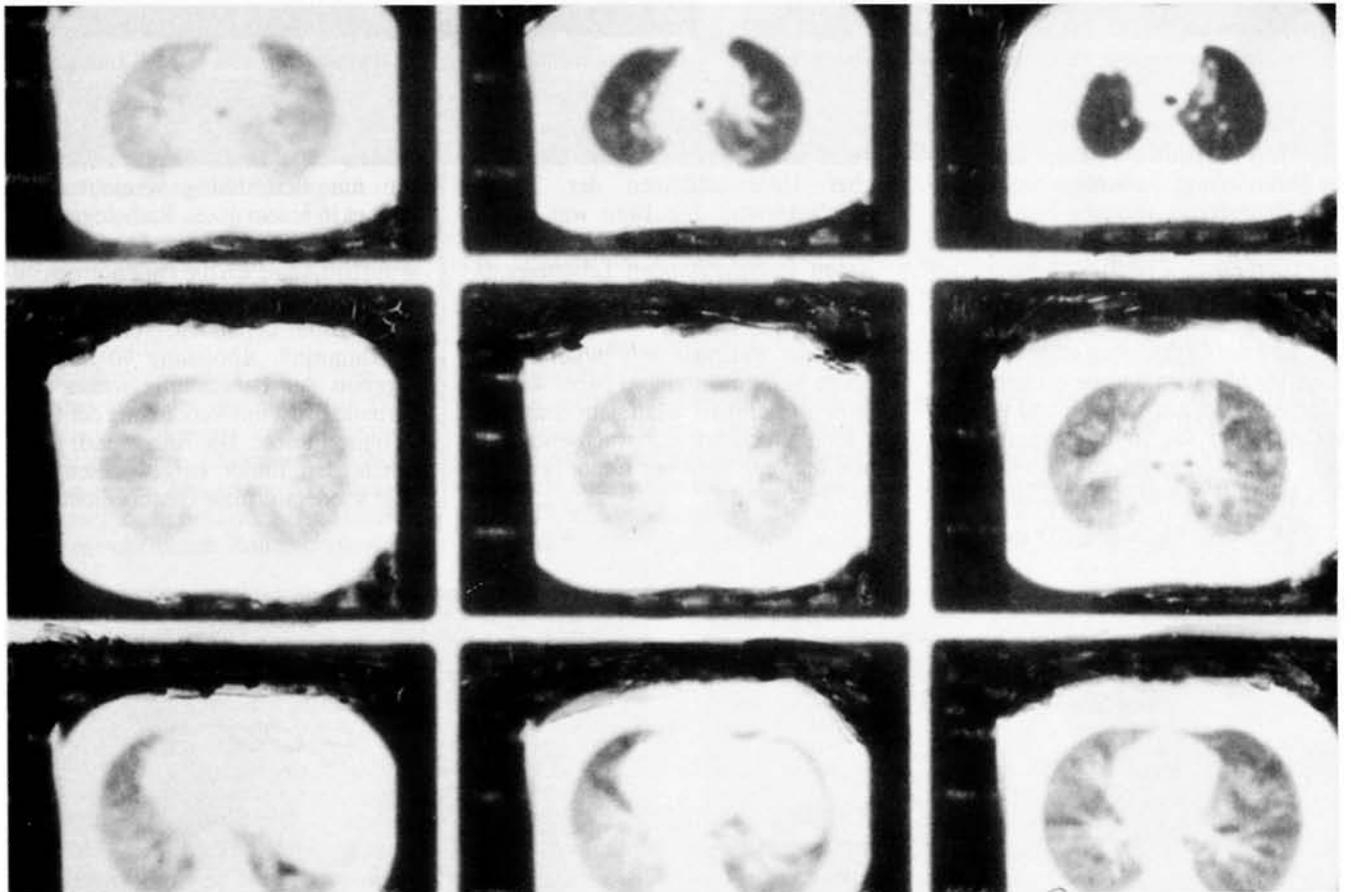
Computertomographie — heutiger Zustand (vgl. Abbildungen 6a und 6b)
